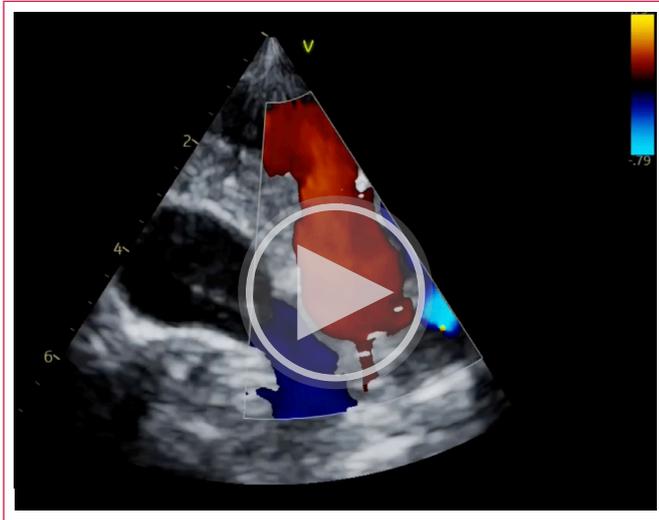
Imagen ecocardiográfica mostrando en A) flujo ascendente en la región para-aórtica, drenando en la Vllzq; b) *Doppler* pulsado del flujo; C y D) mínima dilatación de las cámaras derechas.
